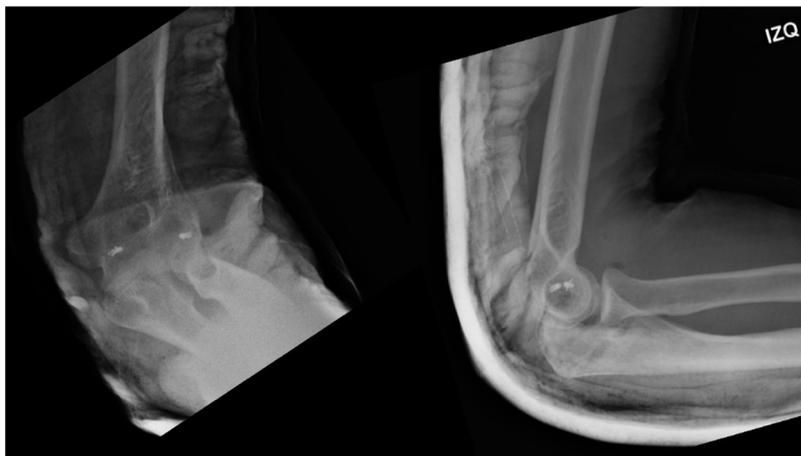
Radiografía AP y lateral de codo izquierdo, inmovilización con férula posterior. Postoperatorio de reconstrucción ligamentaria colateral medial y lateral, adecuada relación y congruencia articular.
